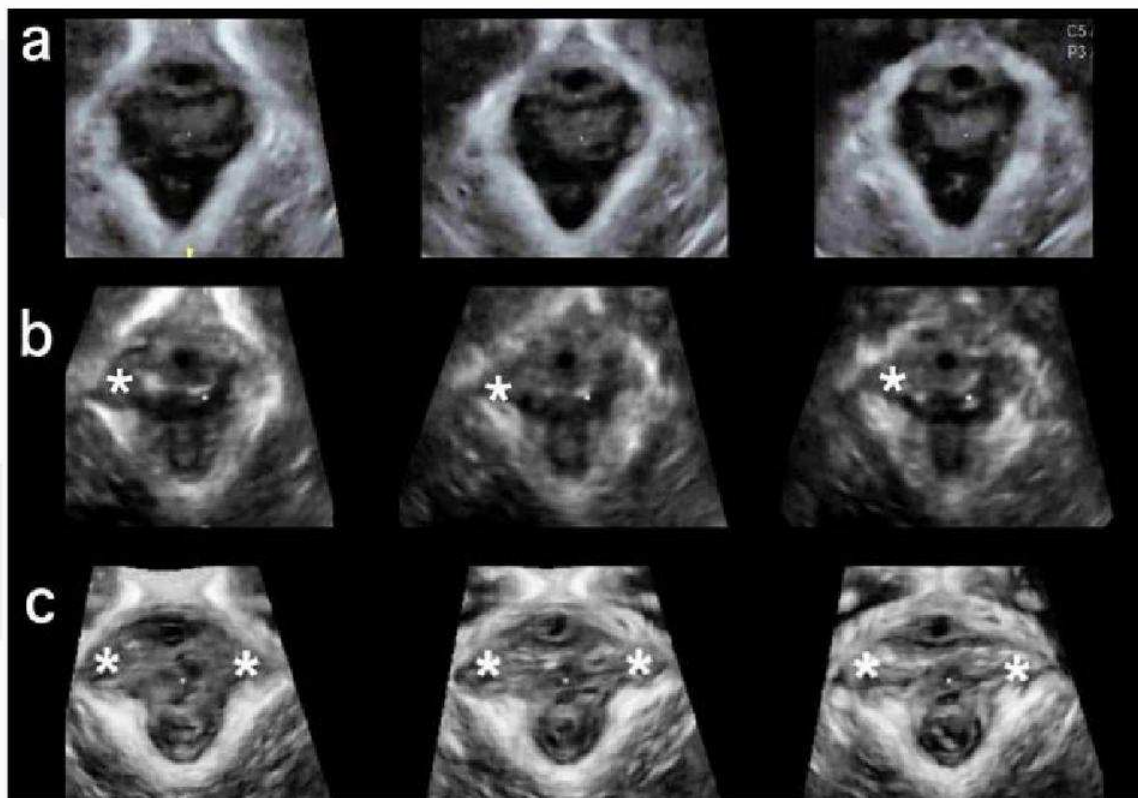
Ultrasonografía tomográfica del haz puborrectal del elevador del ano. (a) muestra la visualización normal del músculo, (b) muestra una avulsión unilateral derecha y (c) una avulsión bilateral.
